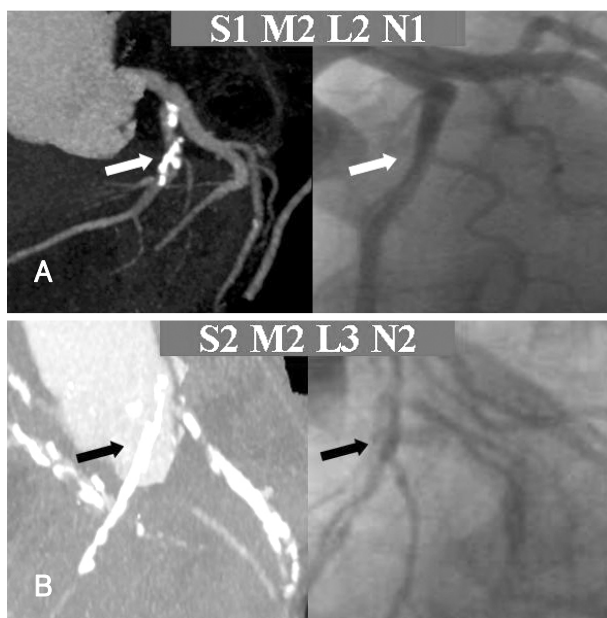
The examples of morphologic classification of coronary artery calcification (CAC) on MDCT and comparison with the angiographic severity. A: nonobstructing (S1), elongate (M2), segmental (L2) and single vessel (N1) CAC on MDCT was not actually stenotic lesion on angiography. B: obstructing (S2), elongate (M2), diffuse (L3) and multivessel (N2) CAC was consistent with the diffuse and significant stenosis on angiography. MDCT: multi detector computed tomography.
